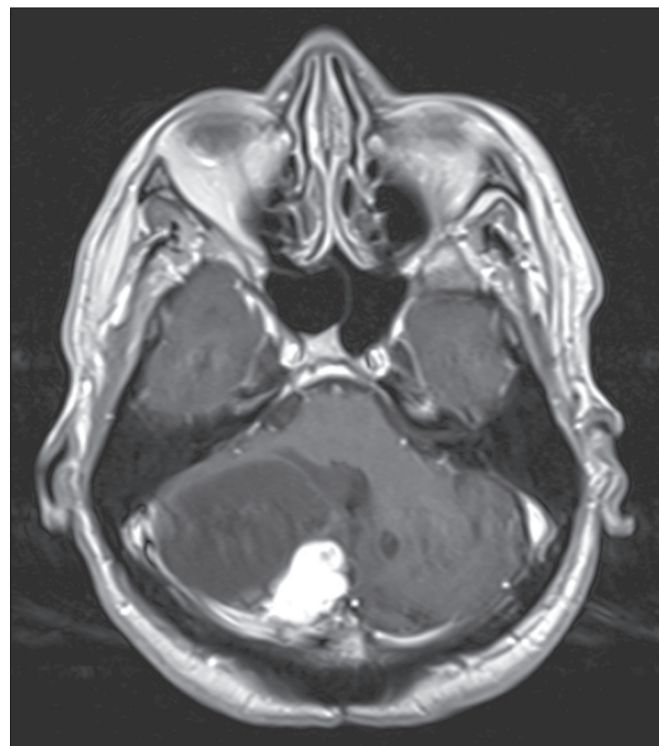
Hemangioblastoma. RM, sequência T1 pós-contraste, corte axial demonstrando lesão sólido-cística, com intenso realce da porção sólida, acometendo o hemisfério cerebelar direito.
